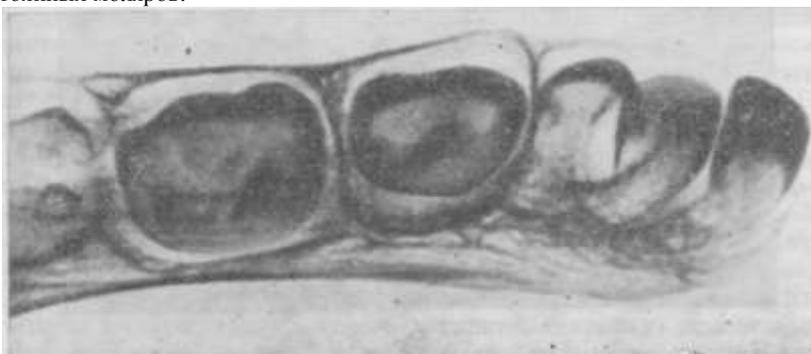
Рентгенограмма нижней челюсти трупа новорожденного. Все молочные зубы сформированы полностью, коронки их обызвествлены.
